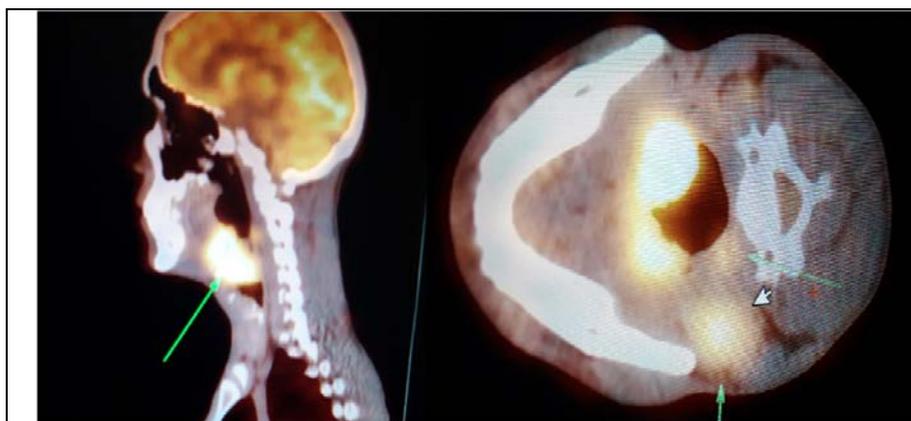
ПЭТ/КТ от 31.01.2017: В проекции ротоглотке с переходом на надгортанник визуализируется мягкотканое образование округлой формы, закрывающее практически полностью просвет ротоглотки, размерами 5,2*5,0*5,1, с неравномерной патологической фиксацией РФП (SUVmax 8.1) за счет участков некроза. Визуализируются увеличенные лимфоузлы верхней яремной группы справа (IIA) диаметром до 2,7 см и позадиглоточной группы справа до 0,9 см, с патологическим накоплением (SUVmax 4.3 b 2.9). Определяется лимфоузел верхней яремной группы слева (IIB) до 0,7 см с аккумуляцией РФП (SUVmax 2,2). Визуализируются лимфоузлы в воротах селезенки до 1,0см, поясничные лимфоузлы слева на уровне тел Th12 и L2 позвонков наибольшим диаметром до 2см с аккумуляцией РФП (SUVmax 1,2). Визуализируются лимфоузлы наружной подвздошной группы с обеих сторон диаметром до 0,9 см с фиксацией РФП (SUVmax 2,2). Заключение: метаболически активные изменения в образовании ротоглотки с переходом на надгортанник, лимфоузлах шеи, брюшной полости, забрюшинного пространства и в наружных подвздошных лимфоузлах с обеих сторон – характерны для генерализованной пролиферации – Неходжкиской лимфомы.
